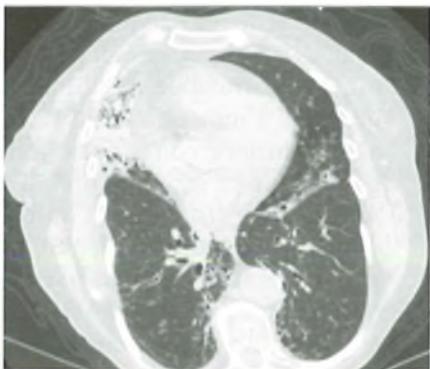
TAC: bronchiectasie bilaterali con associate manifestazioni flogistiche a carico dei bronchioli.
